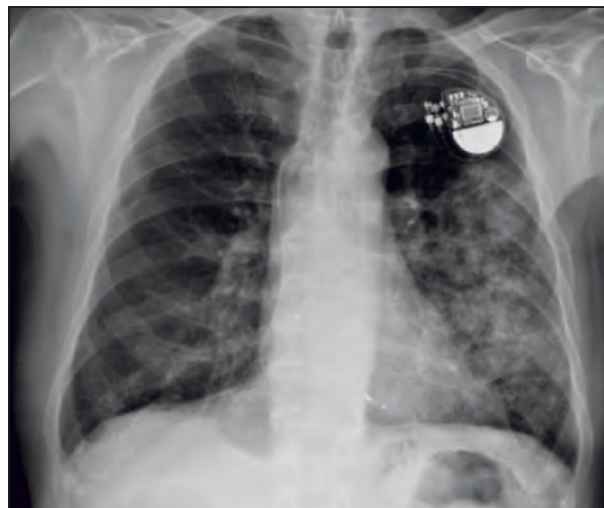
Radiografía de tórax previa al diagnóstico.
